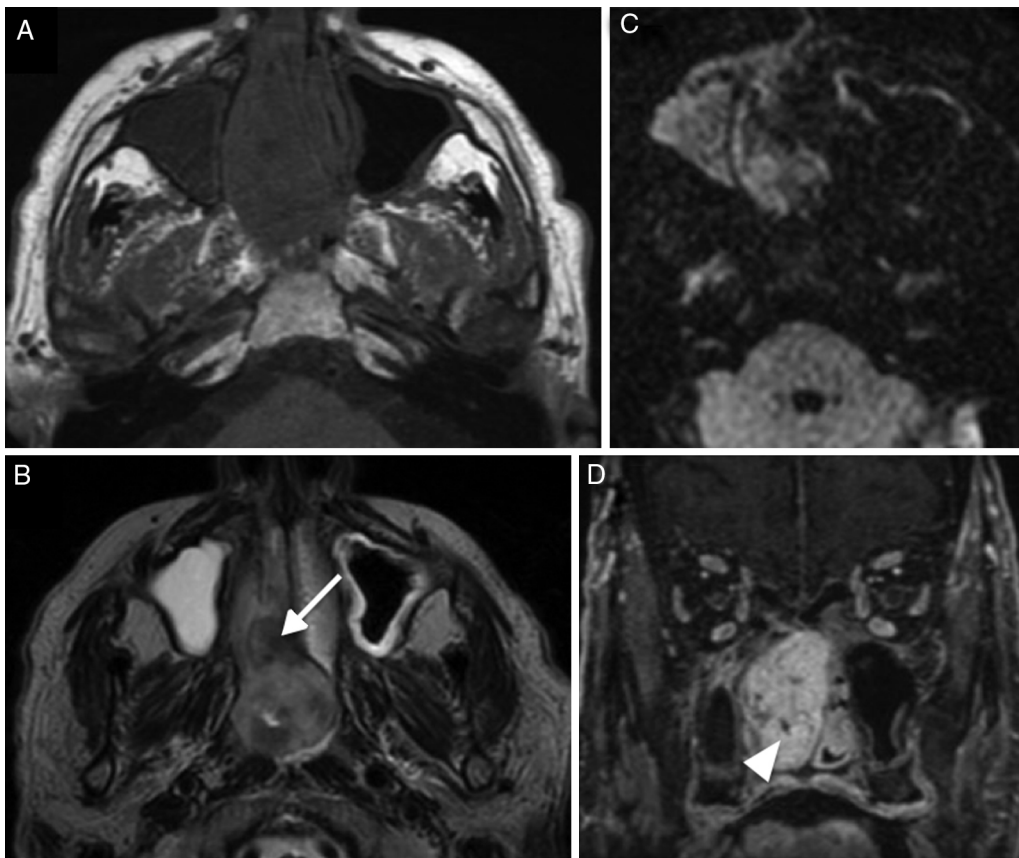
Imágenes de RM de la lesión que muestra una intensidad de señal homogénea en T1 (A), alta y heterogénea en T2 (B) con áreas internas hipointensas correspondientes a fibrosis (flecha). Restringe la difusión de manera similar al seno maxilar derecho, ocupado (C) y realza intensamente tras la administración de contraste (D), a excepción de algunos focos de degeneración quística (punta de flecha).
